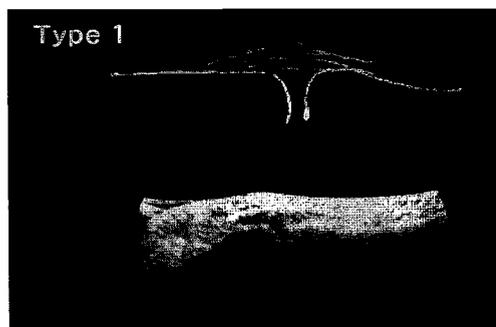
Ultrasonogram of Type 1.
